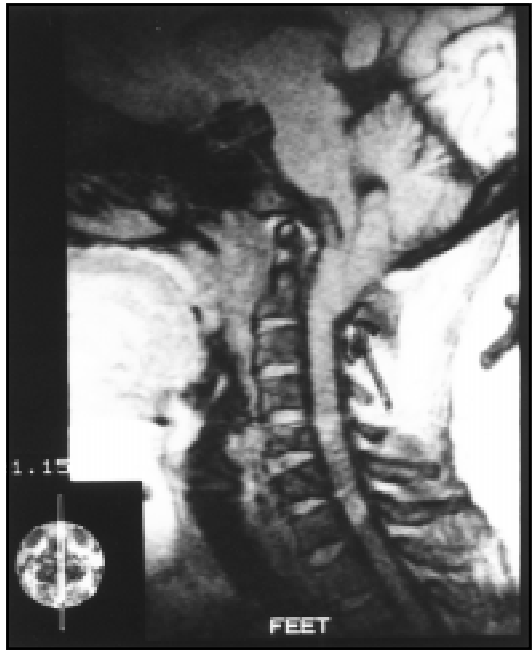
Caso 2, Ressonância magnética da transição encéfalo-medula espinal, plano sagital, demonstrando a presença da malformação de Chiari do tipo I.
